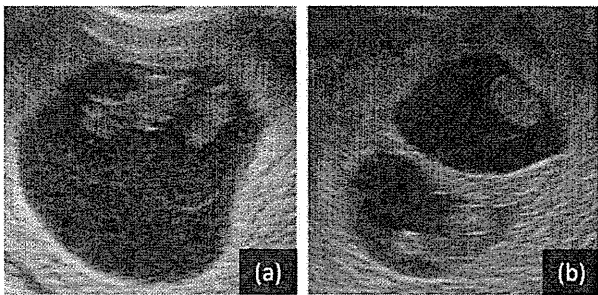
妊娠8週の超音波断層法による双胎の膜性診断
